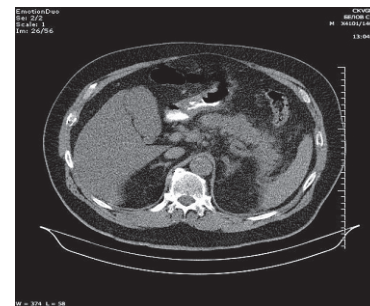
Больной Б. КТ брюшной полости. Картина ПН с поражением парапанкреатической клетчатки
